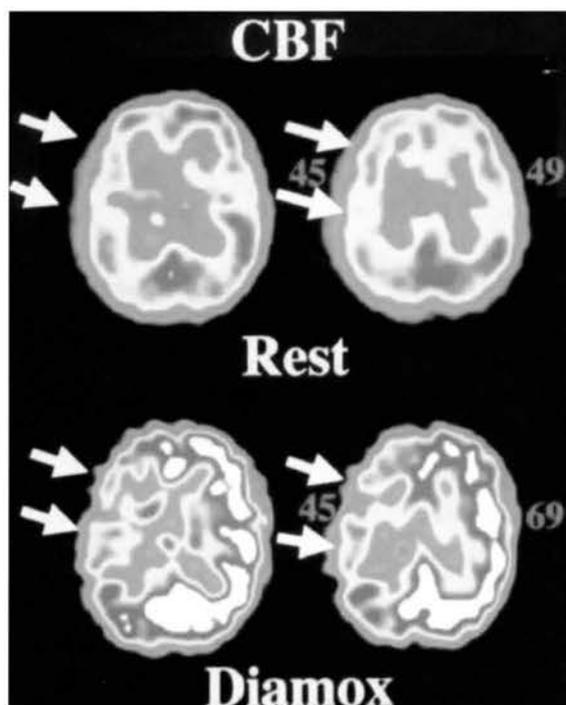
Split dose IMP SPECT法によるダイアモックス負荷前後のI-123 IMP脳血流SPECTを示す。上段の安静時脳血流SPECTでは右中大脳動脈領域の血流が軽度低下し、下段のダイアモックス負荷後の脳血流SPECTでもダイアモックスの反応が低く循環予備能の低下が示唆された。
